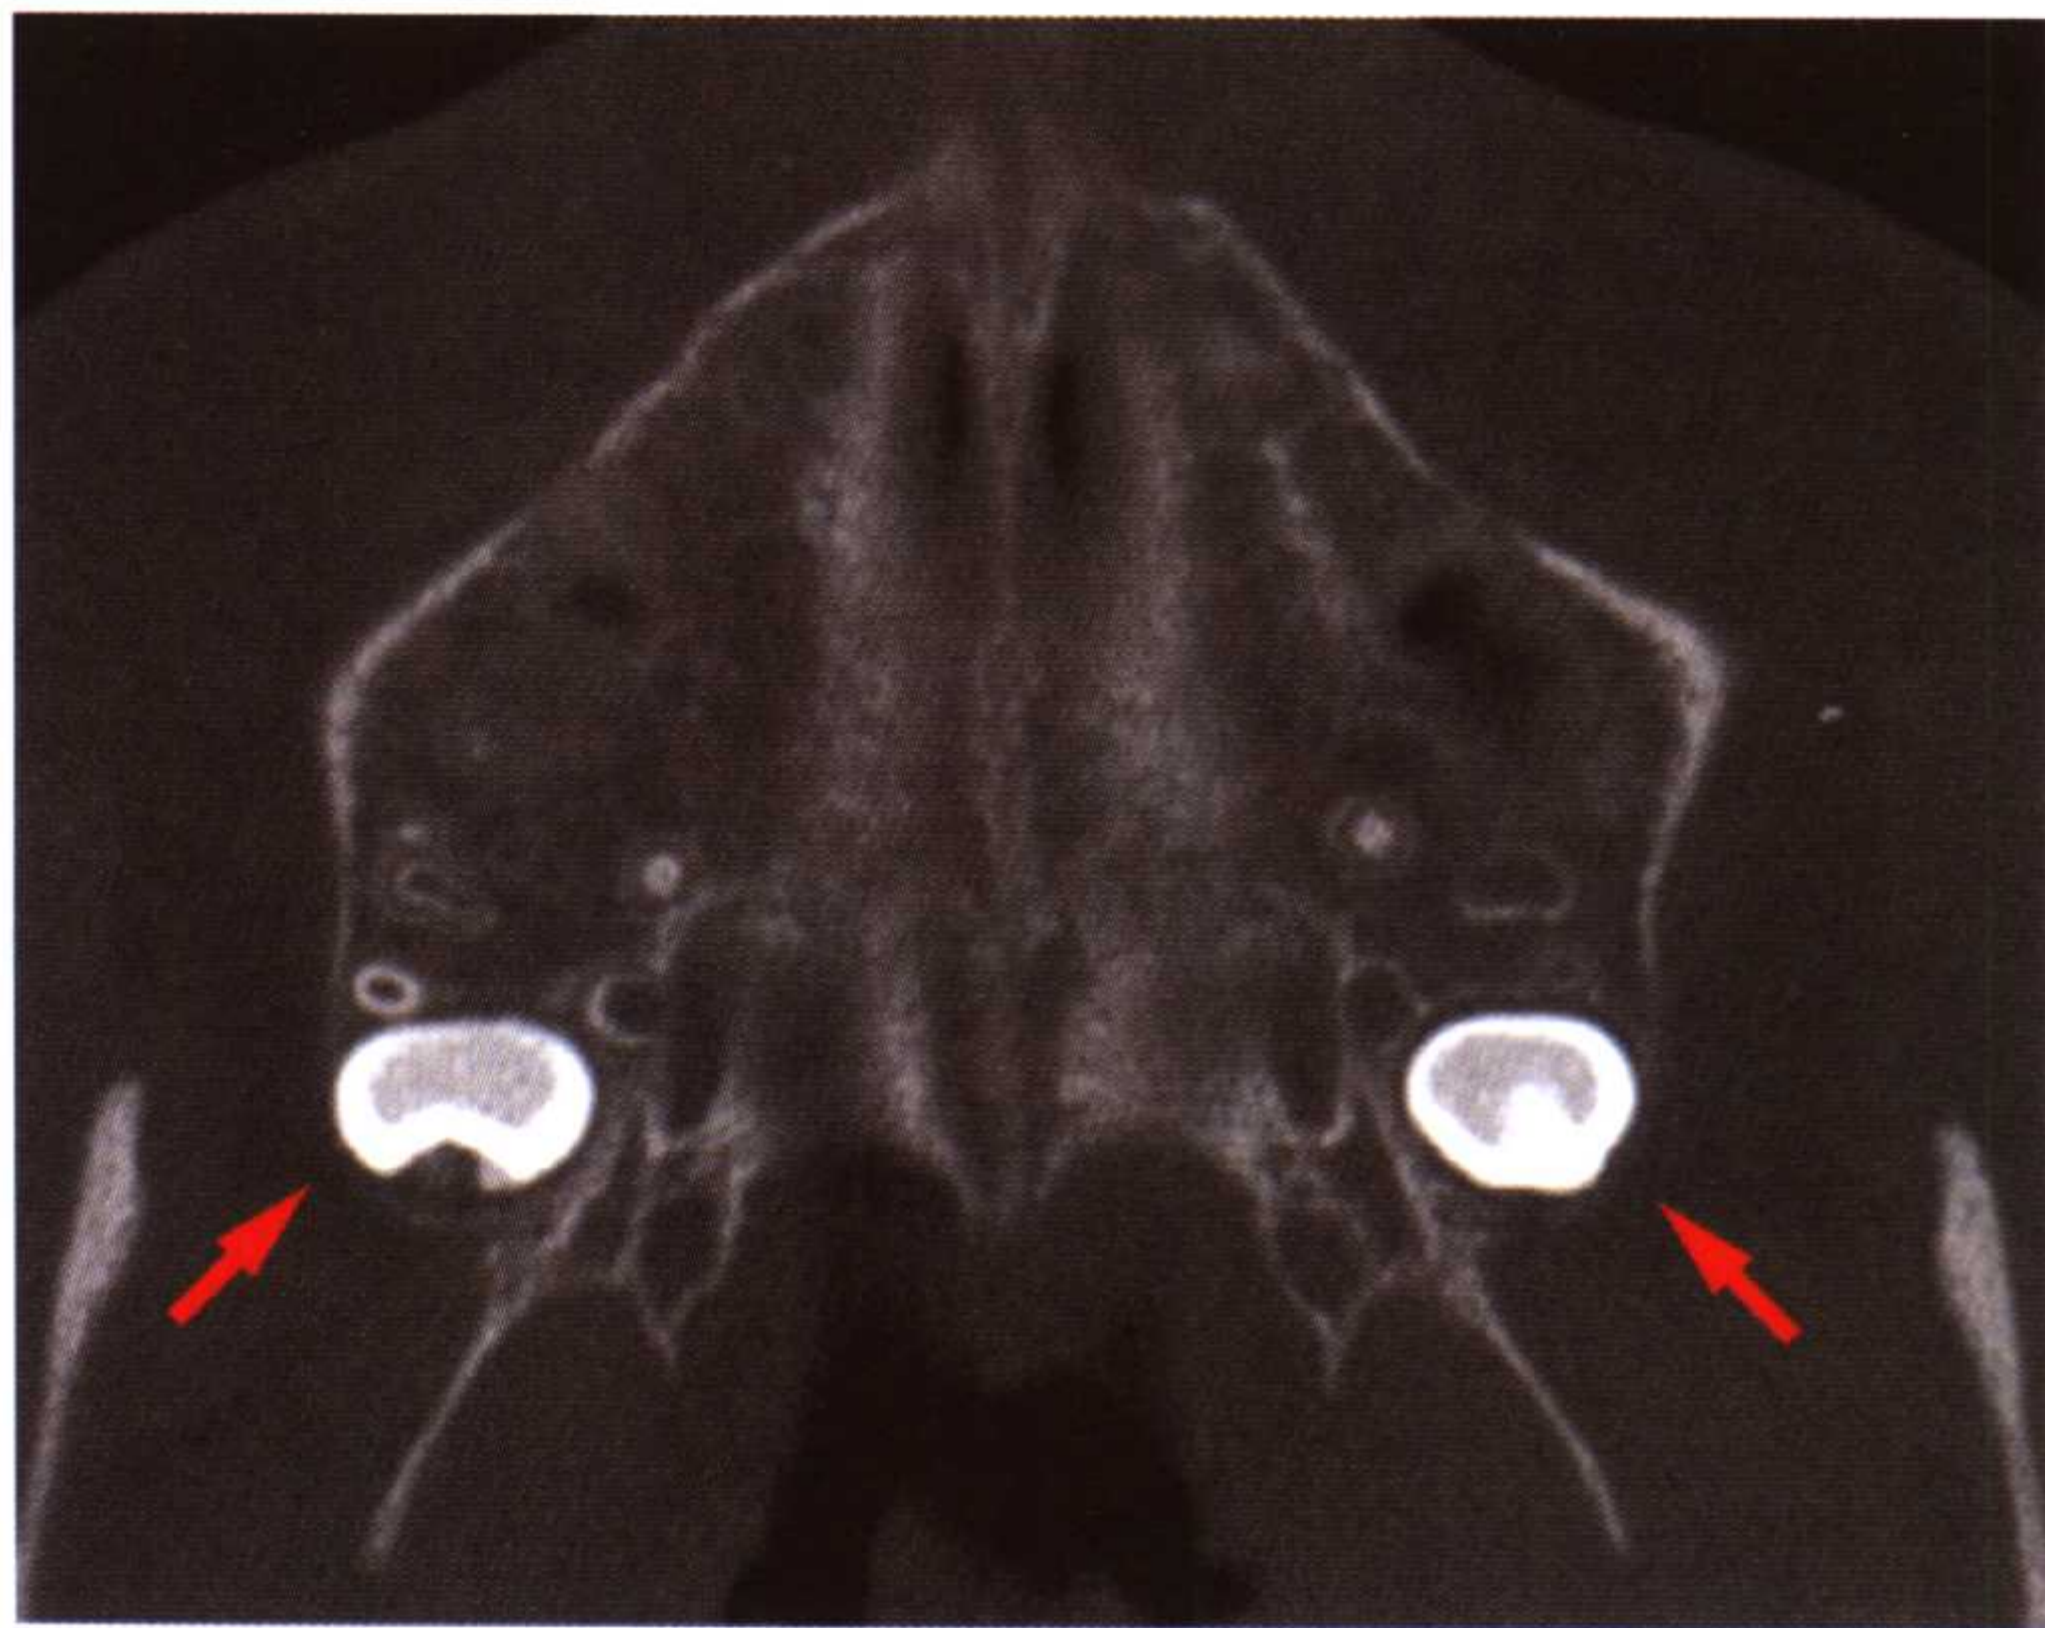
b 为进一步确定全颌曲面断层片所显示的信息，可通过 CT 检查估计阻生牙的位置。上图为经过硬腭的横断面，显示了阻生牙牙胚的位置和大小及其与牙体组织的关系。注意其上颌结节骨壁的厚度甚薄（红箭头所示）。近中面的透射区为翼区前的腭大孔及腭小孔
